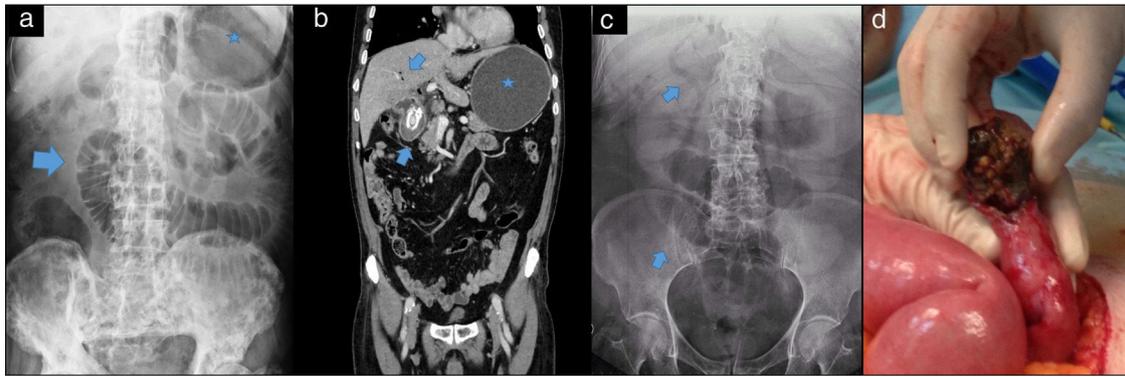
a) Radiografía de abdomen (caso 1): se aprecian distensión de la cámara gástrica y «signo de pilas de monedas» en relación con obstrucción intestinal. b) TAC abdominal (caso 2): distensión gástrica por obstrucción a nivel de bulbo duodenal por litiasis impactada y presencia de gas en vía biliar intrahepática. c) Radiografía de abdomen: aerobilia y obstrucción intestinal (caso 3). d) Enterotomía y extracción de litiasis (caso 4).
